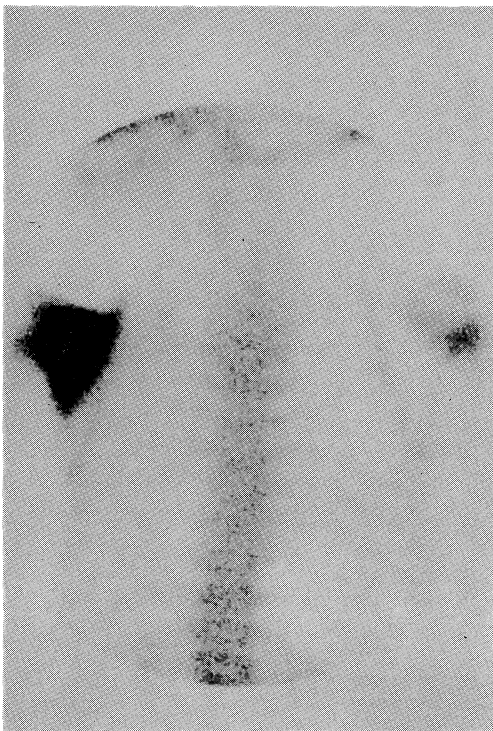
Bone scintigraphy with ^{99m}Tc -MDP: Increased accumulation of radioactivity is noted in the right scapula.
